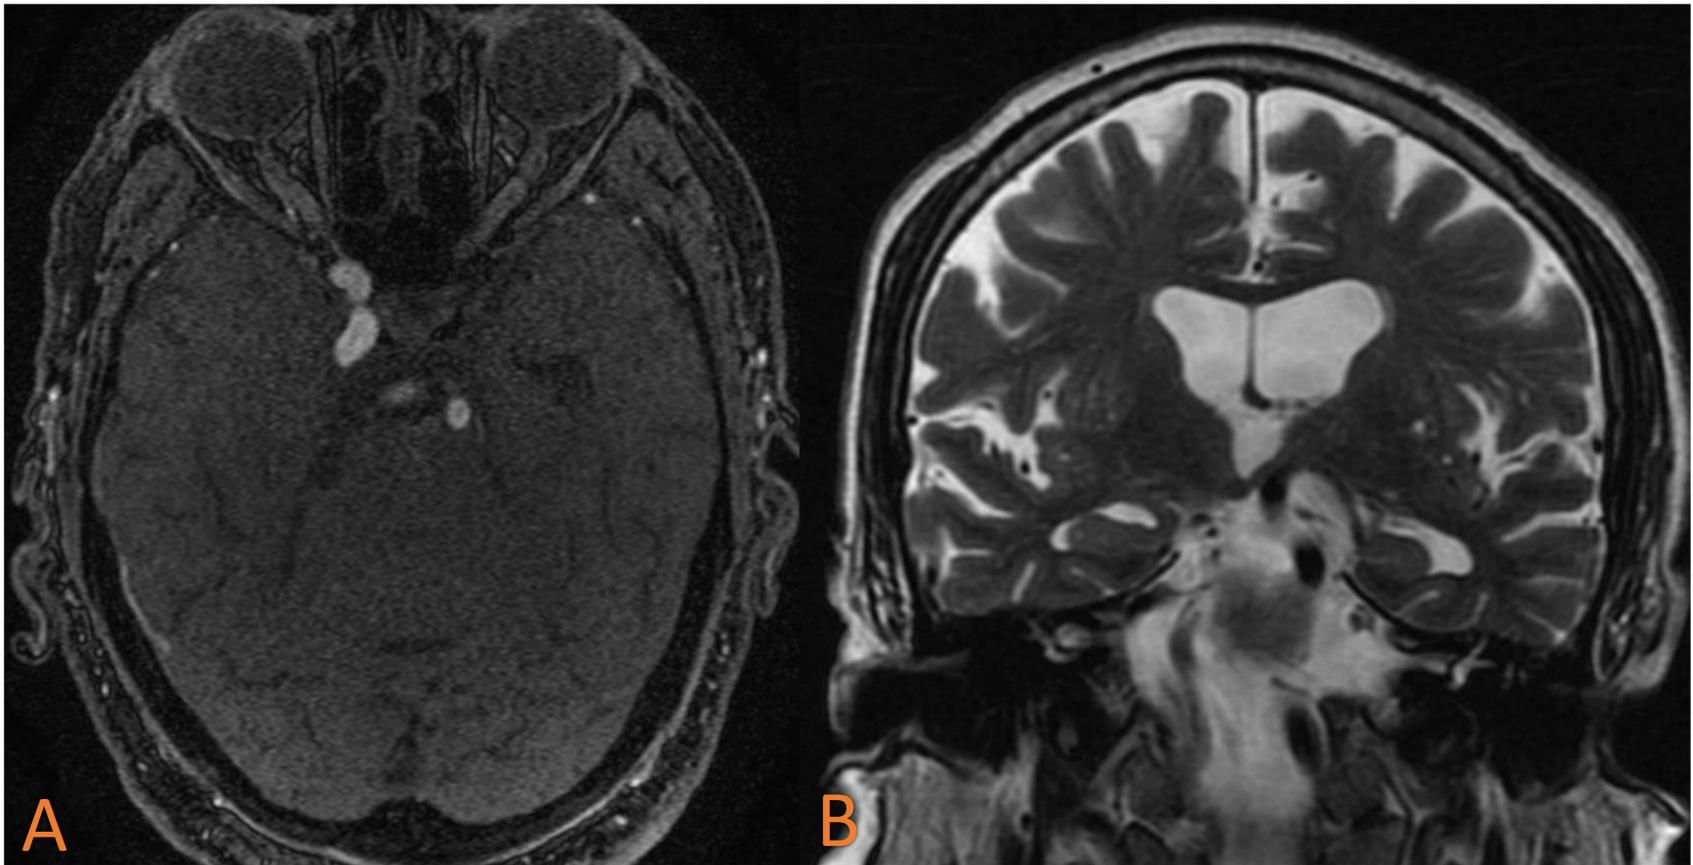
Angiografía por RM a nivel de la cisterna supraselar (A) y secuencia coronal potenciada en T2 a nivel del III ventrículo (B). A. La arteria basilar se encuentra posicionada lateral al borde lateral del dorso selar. B. La bifurcación de la A. basilar produce una indentación sobre el suelo del III ventrículo.
